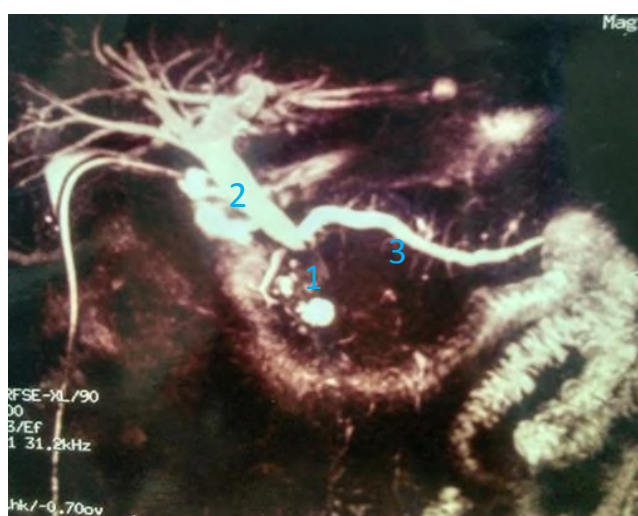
МРТ-холангиопанкреатография в 3D-реконструкции: 1 - образование в терминальном отделе холедоха; 2 - умеренное расширение БТ; 3 - панкреатический проток несколько расширен
